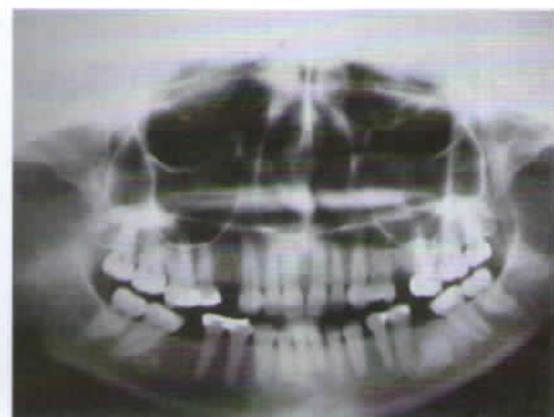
Radiografia panorâmica na qual se pode notar massa radiopaca circunscrita em mandíbula, entre pré-molares e molares esquerdos.
